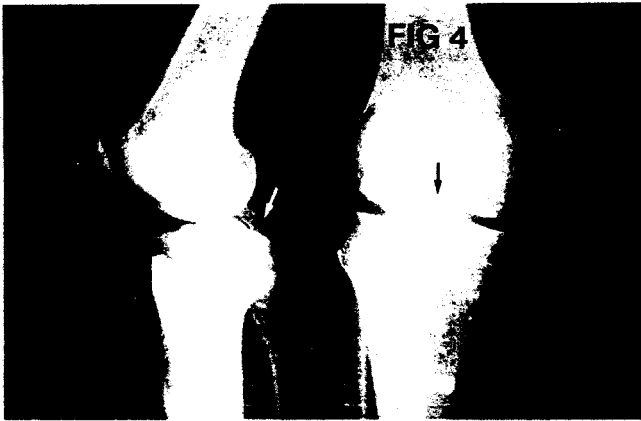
PCL avulsion fracture was seen on the knee plain radiograph
